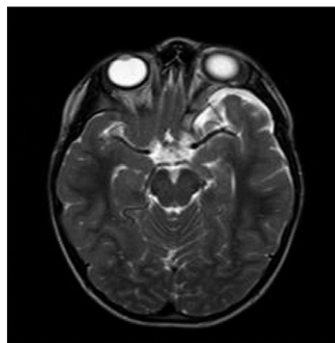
Resonancia magnética cerebral turbo spin eco T2 axial: desplazamiento del polo anterior del lóbulo temporal a la órbita. No hay hallazgos sugestivos de neurofibromatosis tipo 1.
